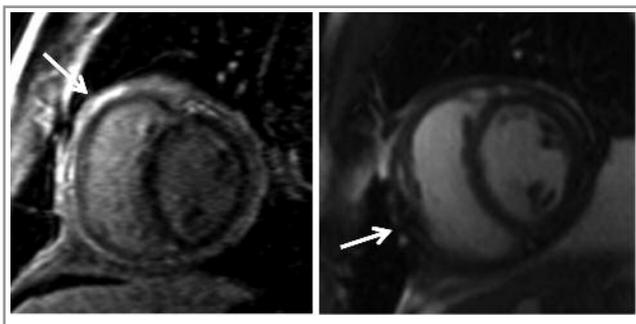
МРТ сердца (16.01.2017).
